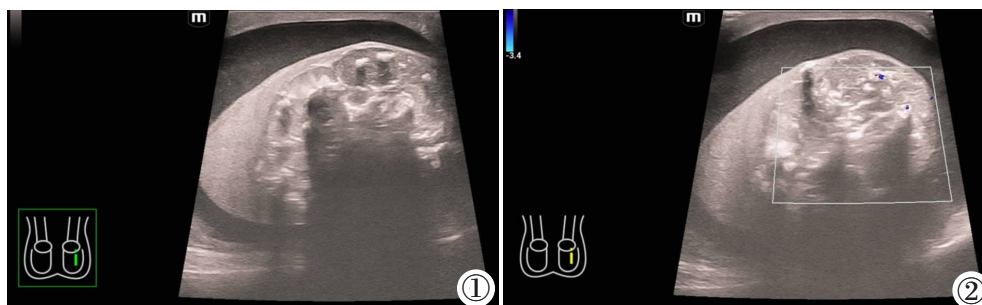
二维超声示左侧睾丸明显增大, 内见大小约 52 mm×33 mm×42 mm 不均质回声团, 边界欠清楚, 形态不规则, 内见散在分布的斑片状强回声伴声影。图 2 CDFI 团块内未见明显血流信号。
